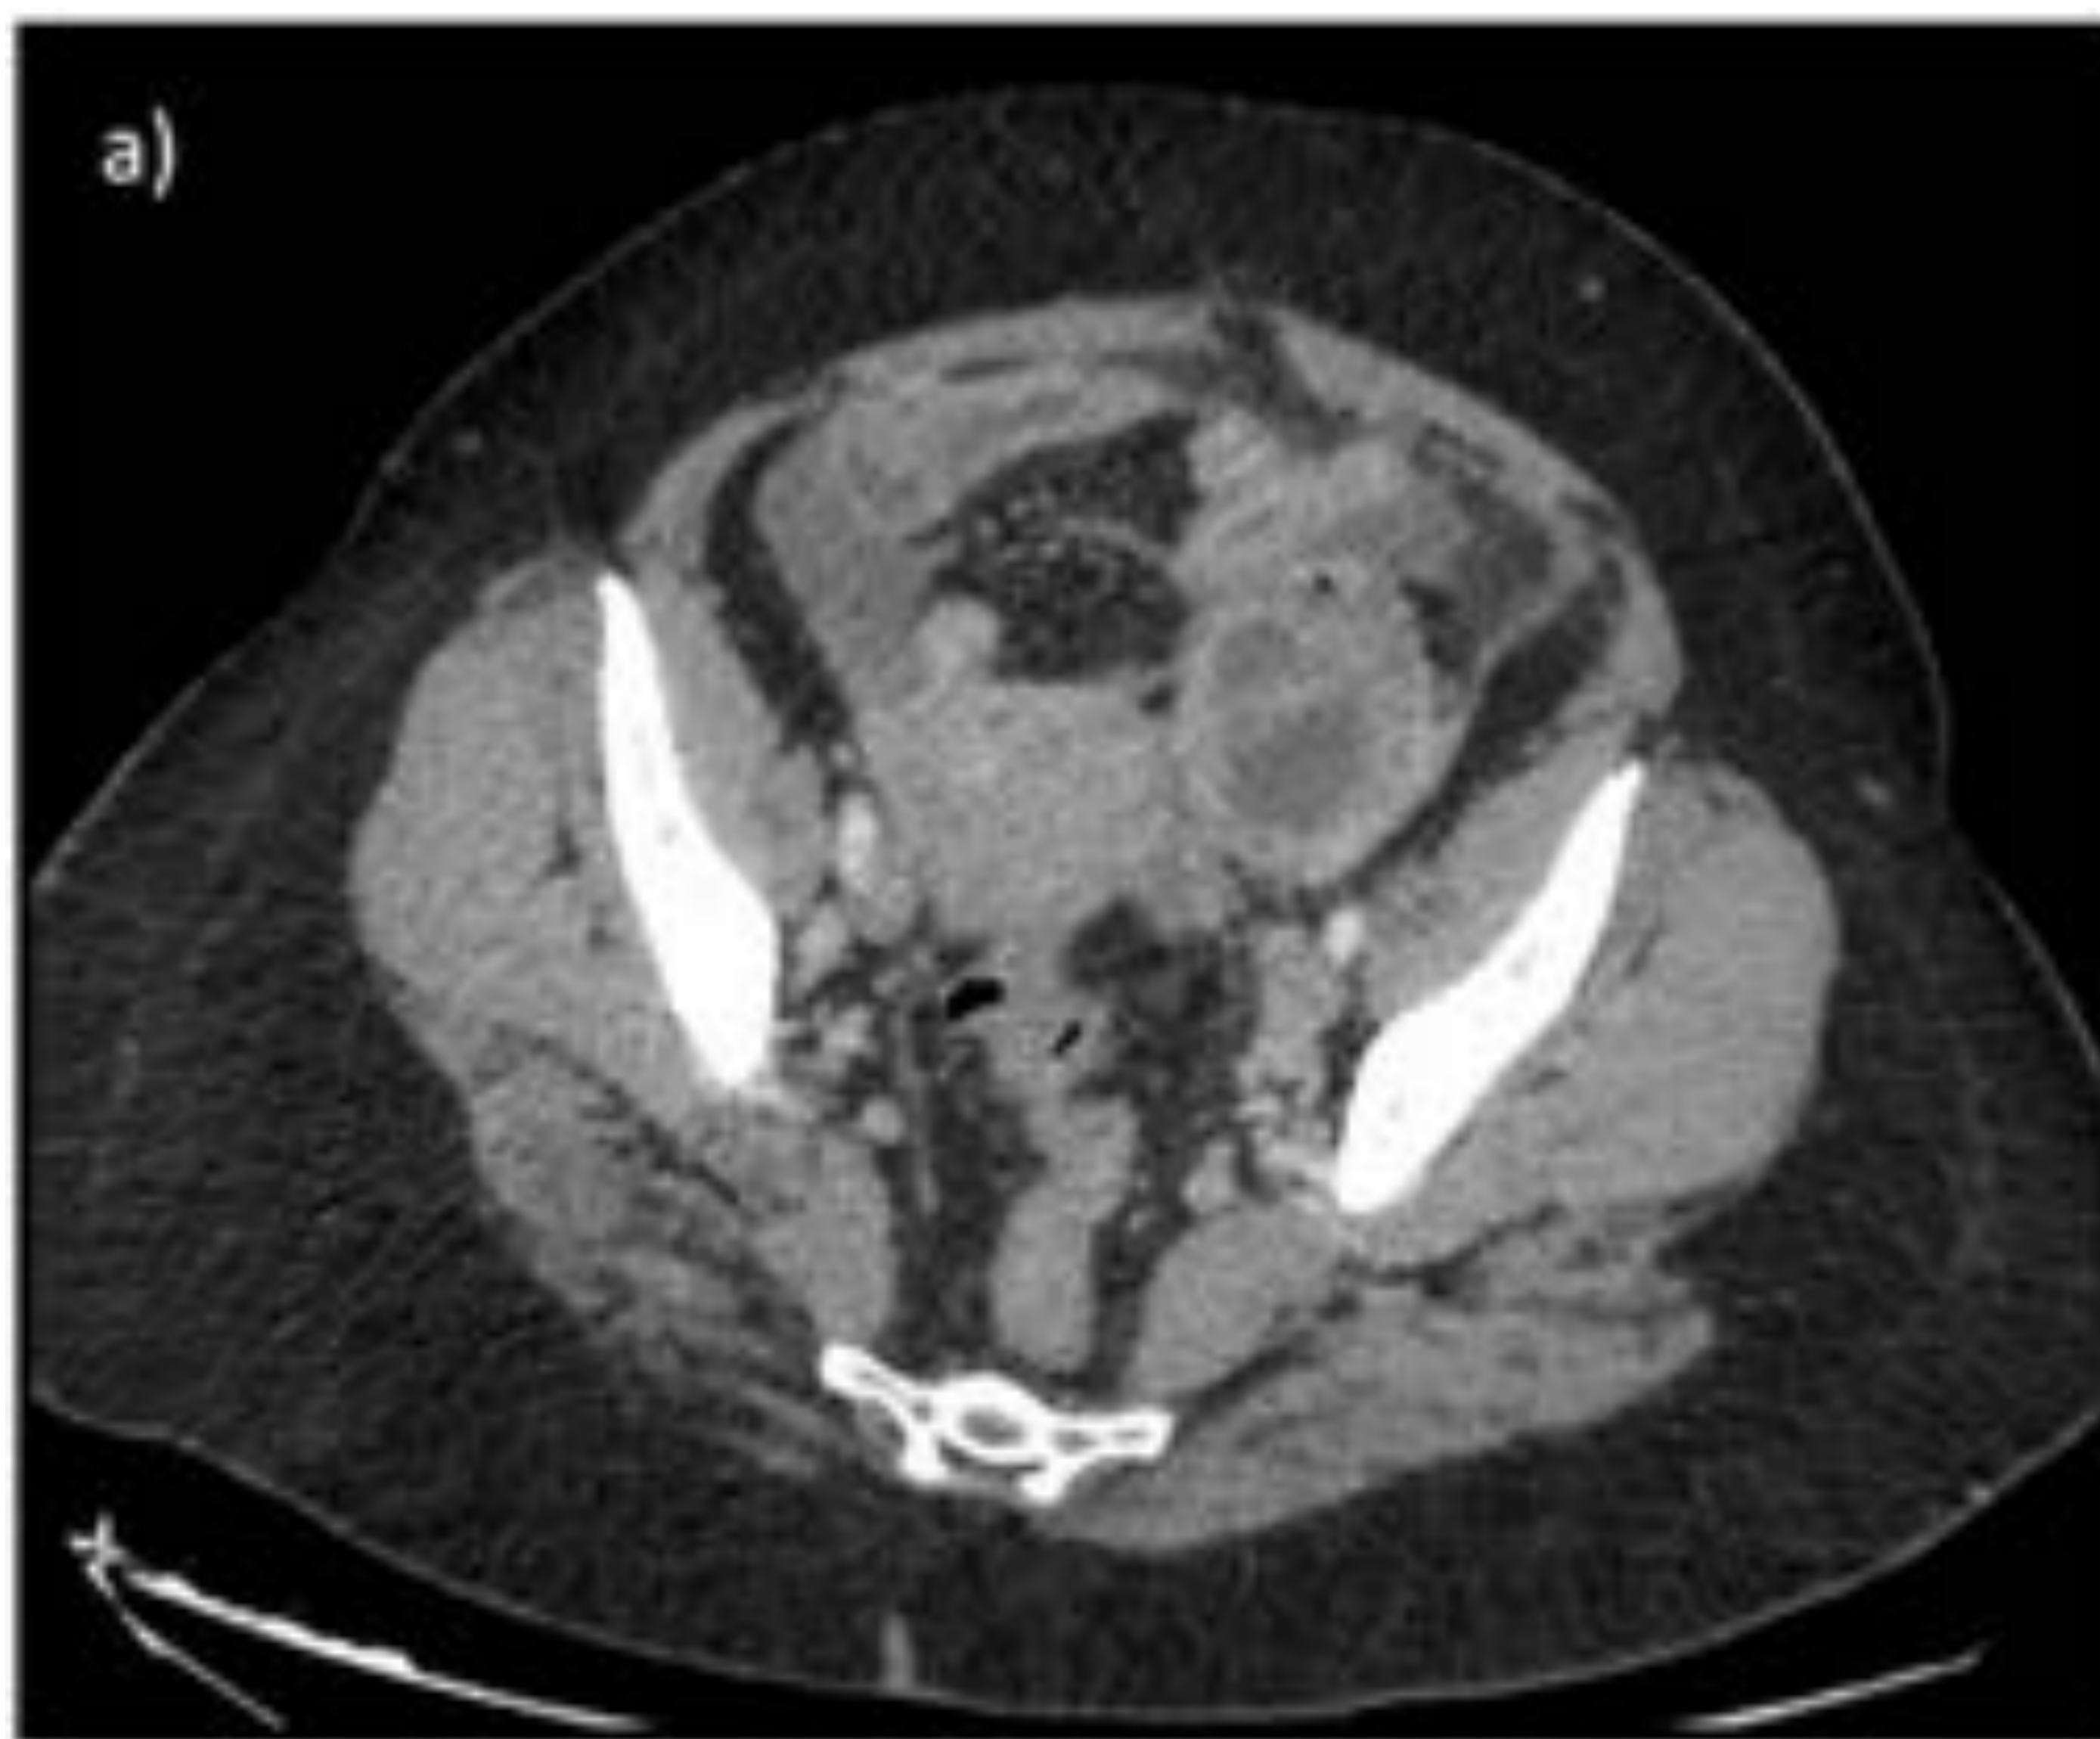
Piosálpinx. Cortes axiales de TC abdomino-pélvico con contraste intravenoso en fase portal. a) En parametrio izquierdo se observa una formación nodular de aspecto quístico con paredes gruesas y tabiques internos que contiene una burbuja de gas. Contacta con trompa y ovario izquierdos y con el borde inferior del sigma. Escasa cantidad de líquido libre e inflamación de la grasa adyacente. b) Salpingitis evolucionada en la misma paciente: ahora presenta contornos sinuosos, con múltiples burbujas de aire en su interior.
